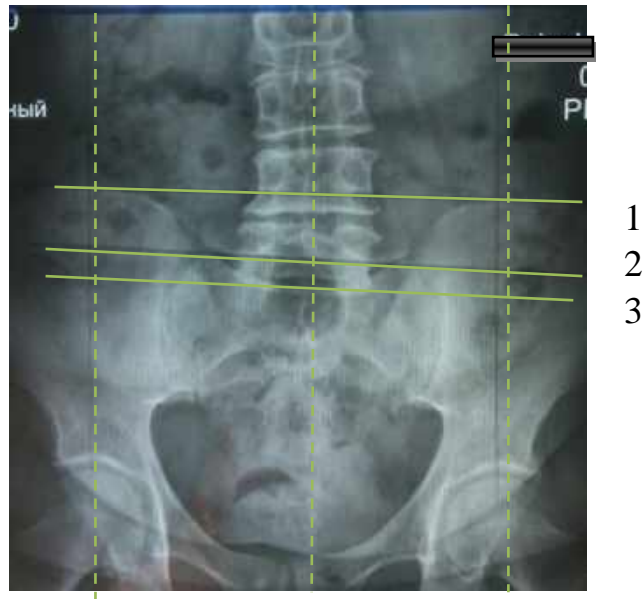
Побудова ліній для вимірювання рентгенометричних параметрів, які впливають на фронтальний хребтово-тазовий баланс: 1 – з'єднує верхні точки клубових кісток; 2 – з'єднує верхні точки контуру крижі; 3 – лінія краніальної пластинки крижі.
